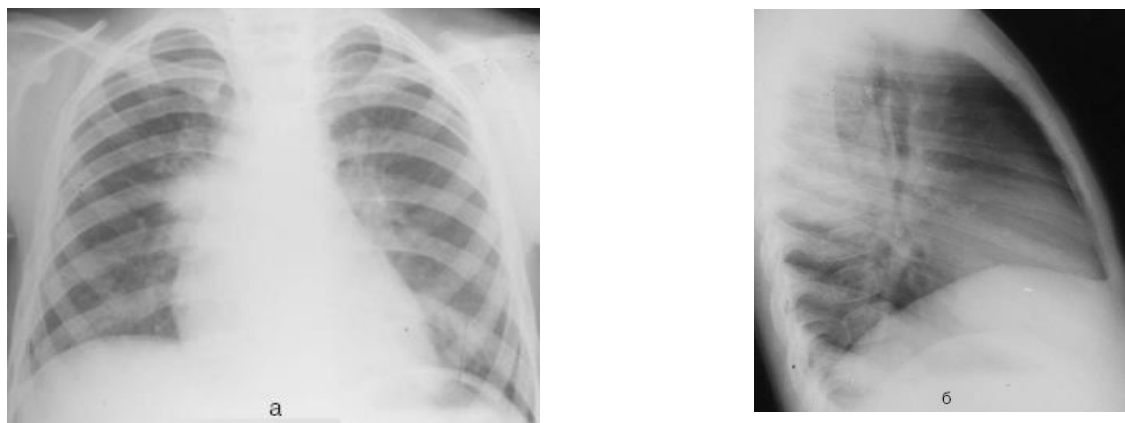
а, б — рентгенограми органів грудної клітки хворої К., 3 років, у двох проекціях з так названою «білякореневою пневмонією справа», а в дійсності вогнищево-зливна пневмонія в S₆ справа
